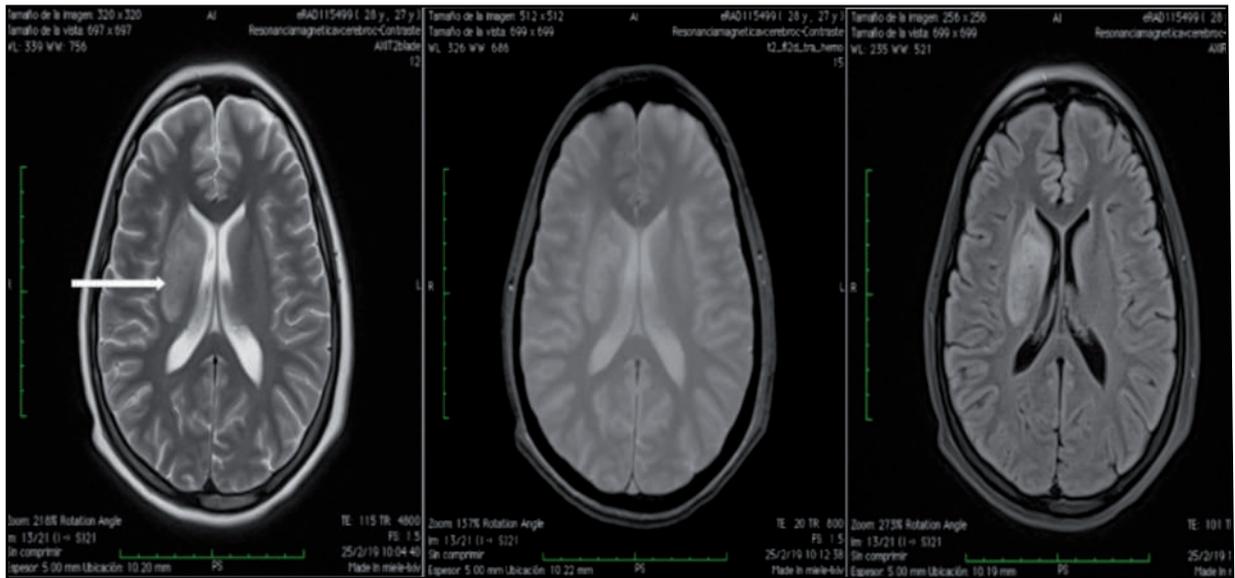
Imágenes de RMN de caso NPSLE-202 del estudio, con NPSLE focal y difuso: Depresión mayor, vasculitis del SNC y ACV isquémico territorio arteria cerebral media derecha.
